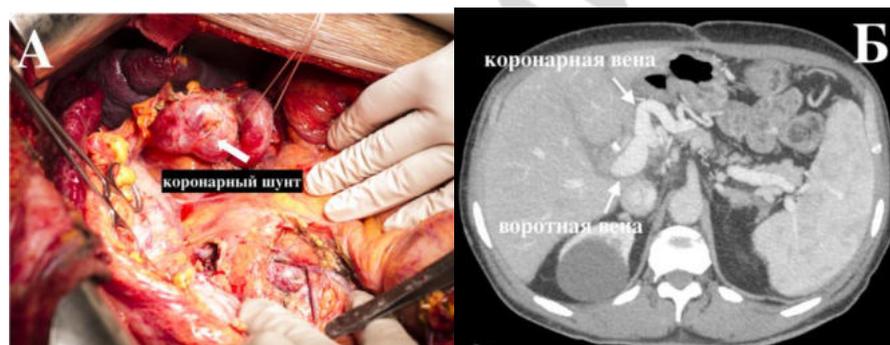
Шунто-порто-анастомоз. А – интраоперационное фото; Б – послеоперационное МСКТ
